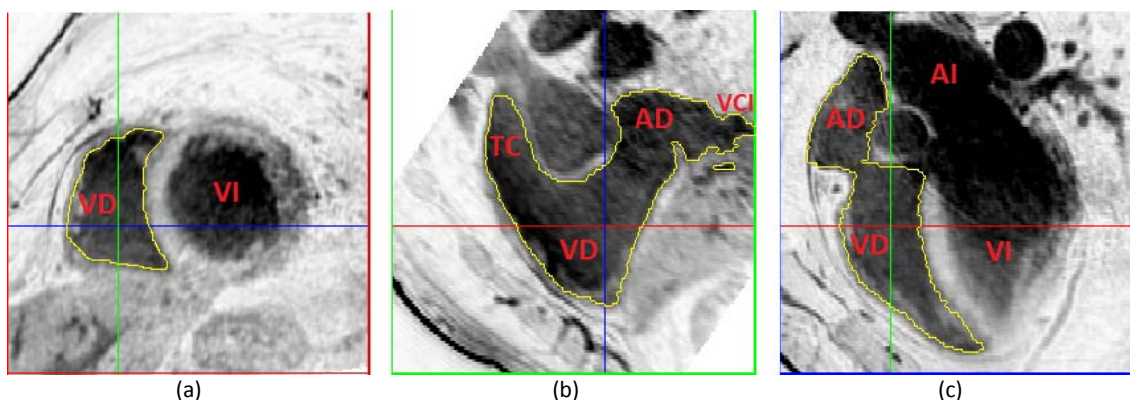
ROI 3D obtenida a partir de la segmentación del endocardio de todo el lado derecho del corazón: VD, AD y tractos de entrada y salida. Proyecciones de la ROI sobre los tres planos cardíacos: (a) eje corto, (b) eje largo y (c) plano de 4 cámaras. VI: ventrículo izquierdo. VD: ventrículo derecho. AI: aurícula izquierda. AD: aurícula derecha. TC: tronco pulmonar. VCI: vena cava inferior
